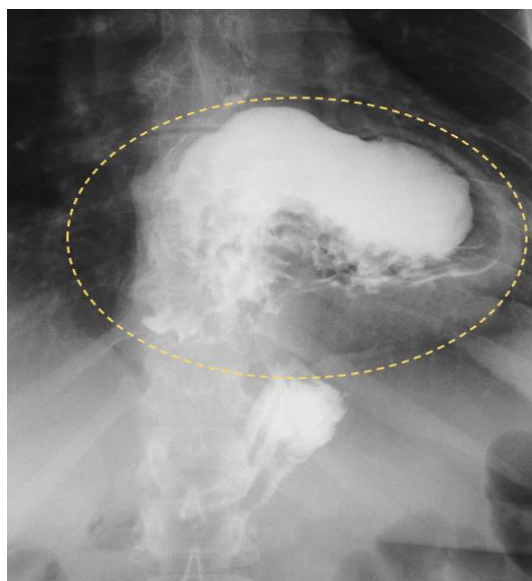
Рентгенологічне дослідження. Грижа СОД тип IV, весь шлунок знаходиться у середостінні (окреслено овалом).
